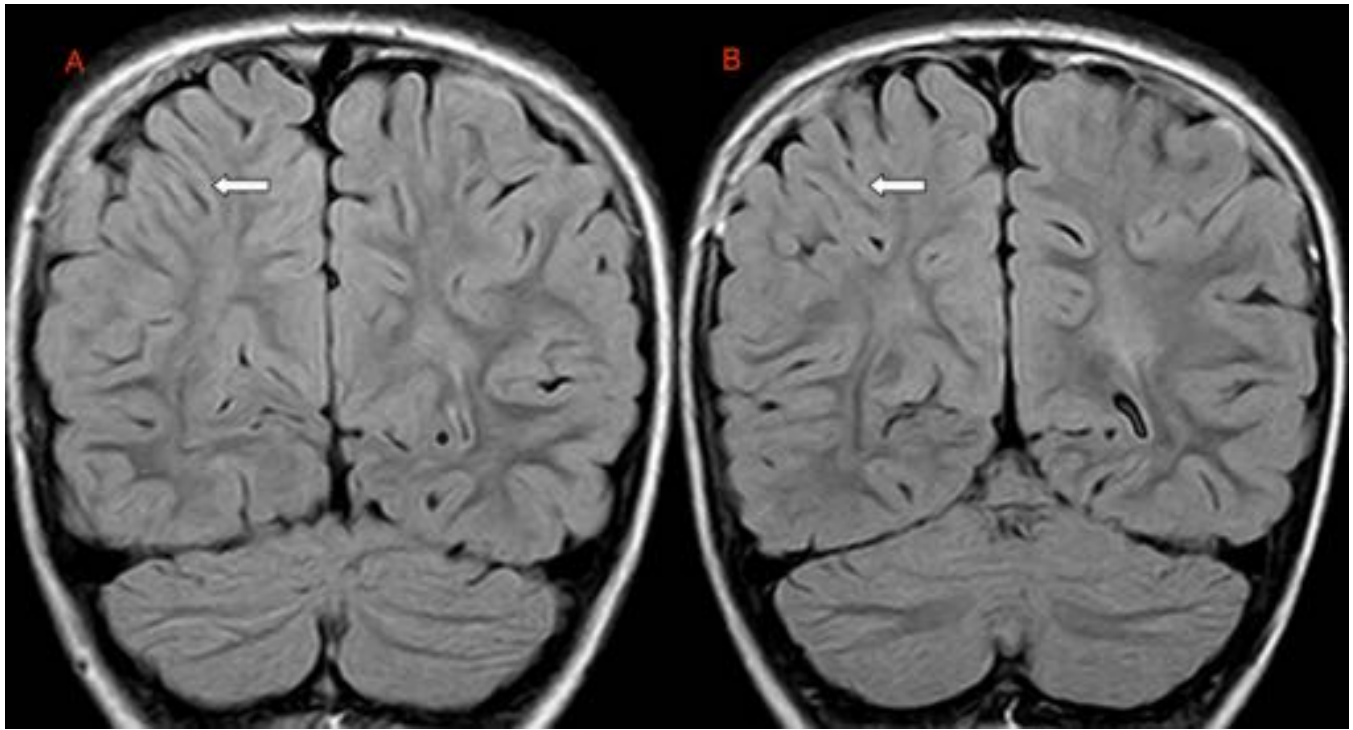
FIGURA 1. A y B. Coronal FLAIR. Niña de 7 años gran prematuro con torpeza motora muy significativa. Sutil alteración en el patrón de giros en el lóbulo frontal derecho, con pérdida de volumen asociada. No se aprecian alteraciones de la señal en la corteza ni en la sustancia blanca asociadas. Compatible con DCF tipo 1.
